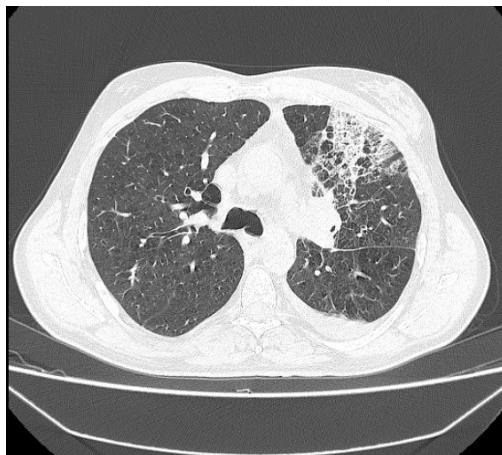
CT torace nativ -secțiune transversală la nivel mediastinal
